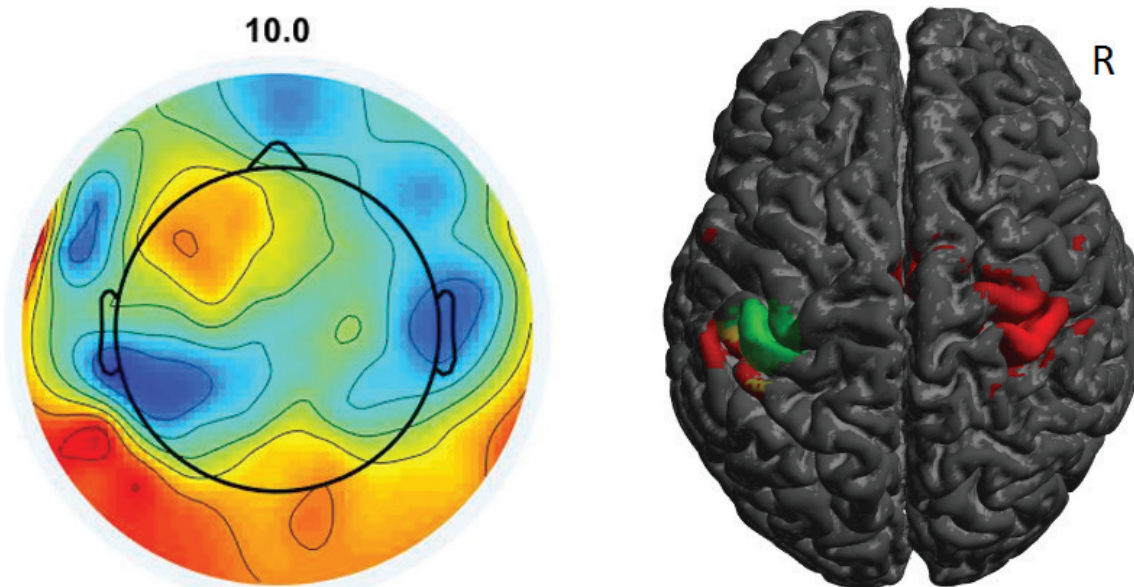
Десинхронизация корковых отделов двигательного анализатора при активном движении рук (в сравнении с выделением тех же центров при помощи метода функциональной магнитно-резонансной томографии)
